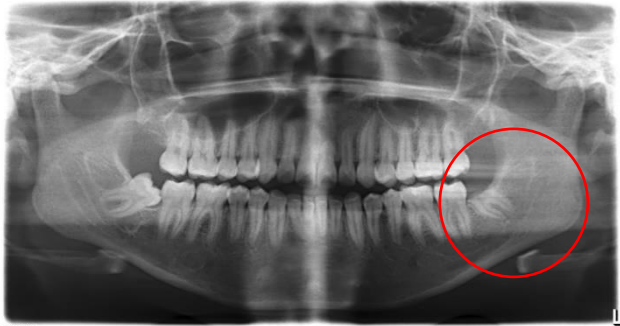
Ortopantomografía posterior a la cirugía de coronectomía, se puede observar la correcta disección de la corona y las estructuras adyacentes sin daño alguno.
